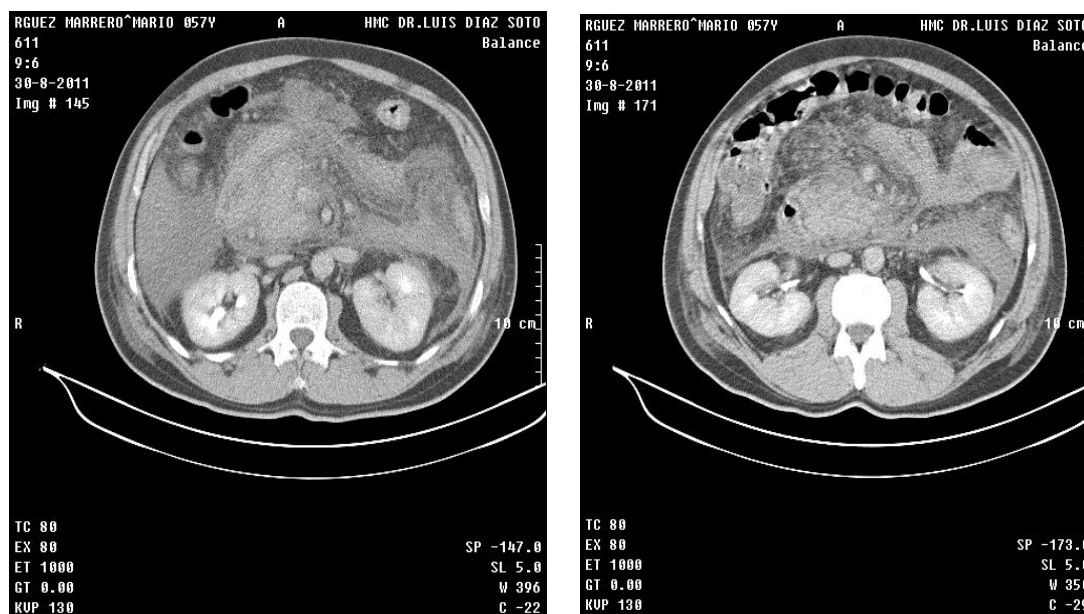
TAC de páncreas evolutiva con contraste
